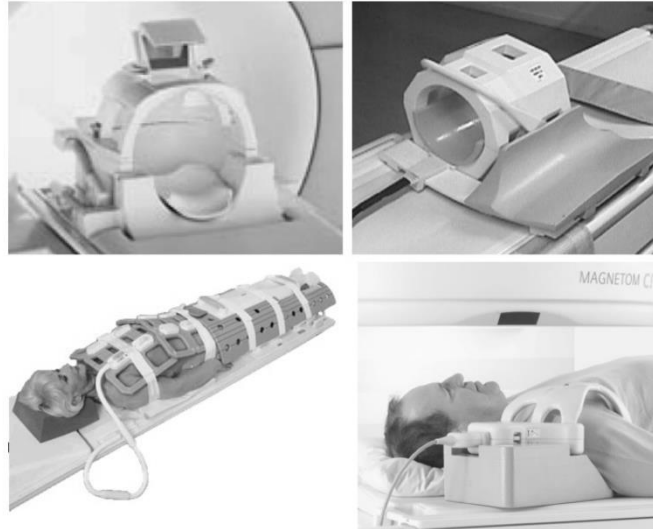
Bobinas utilizadas em Ressonância Magnética.
